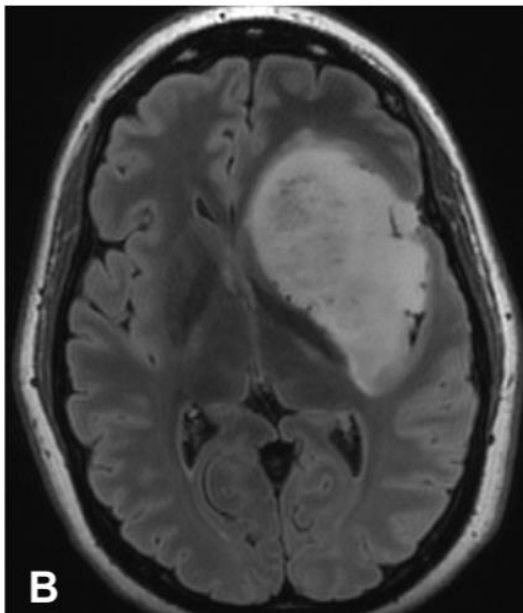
MRI pesata in FLAIR in sezione assiale
